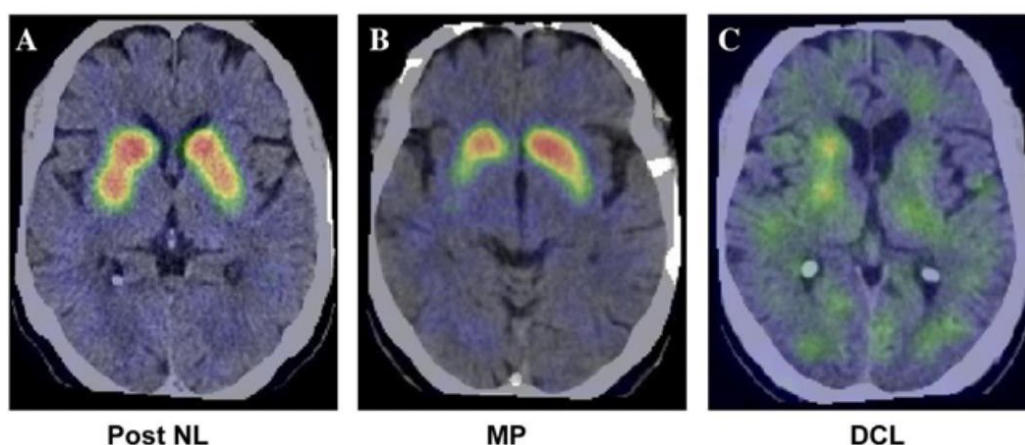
Imagerie dopaminergique cérébrale chez des sujets sains et pathologiques par scintigraphie au [ $^{123}\text{I}$ ]-Ioflupane <sup>(81)</sup>
